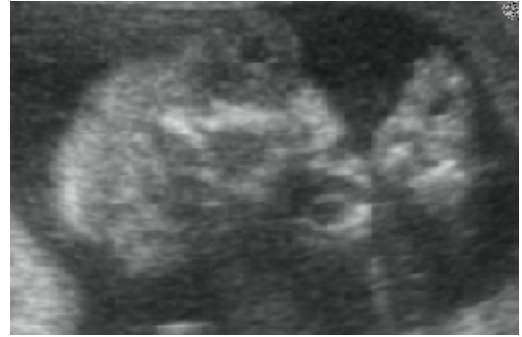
Fetal USG de Limon İşareti (*)
